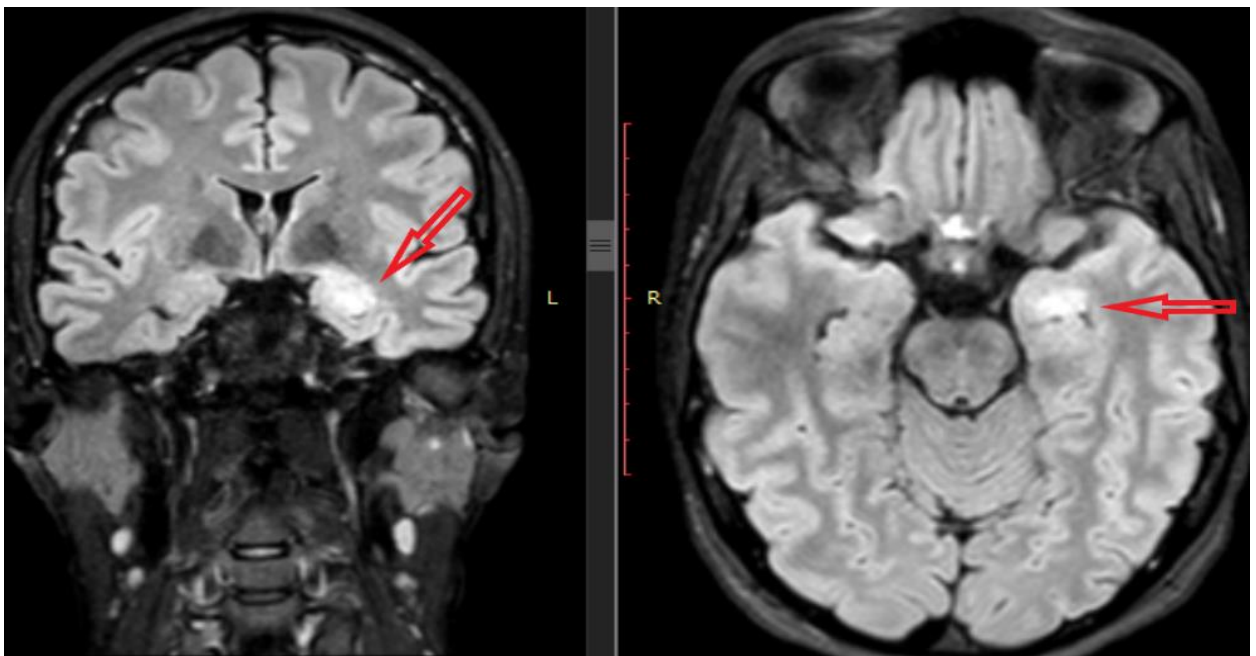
МРТ (3 Тл) головного мозку за протоколом «Епілепсія» (зрізи по анатомічній вісі гіпокампів) хворого С. (№1117/22). Мезіальний скроневий склероз зліва
